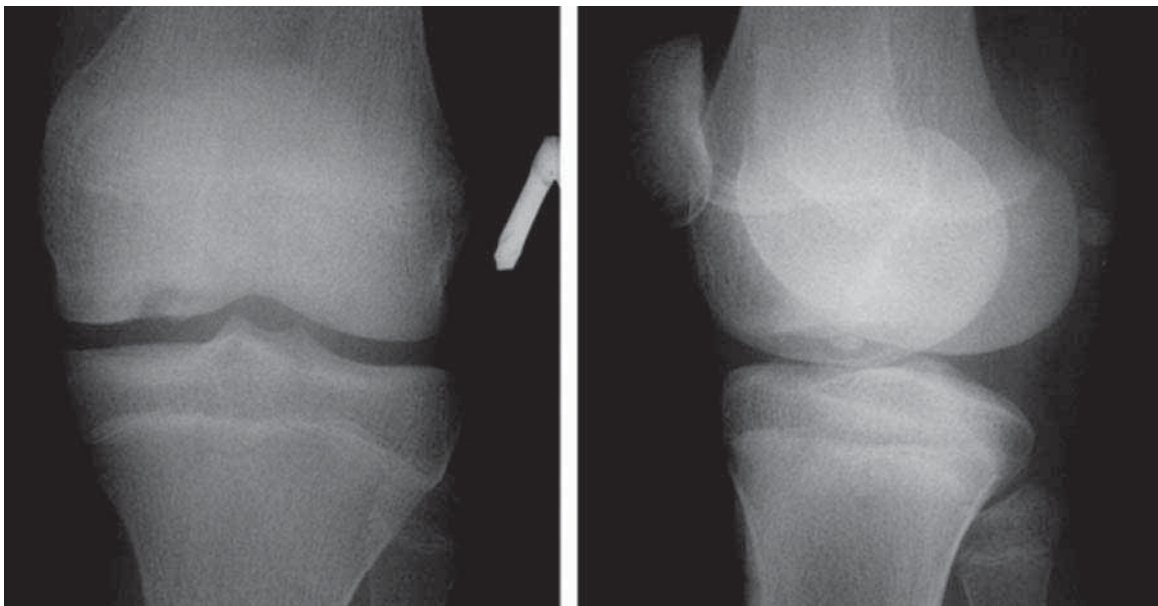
Рентгенограмма левого коленного сустава в прямой и боковой проекциях (в области медиального мыщелка бедра изменения характерные для болезни Кёнига).
